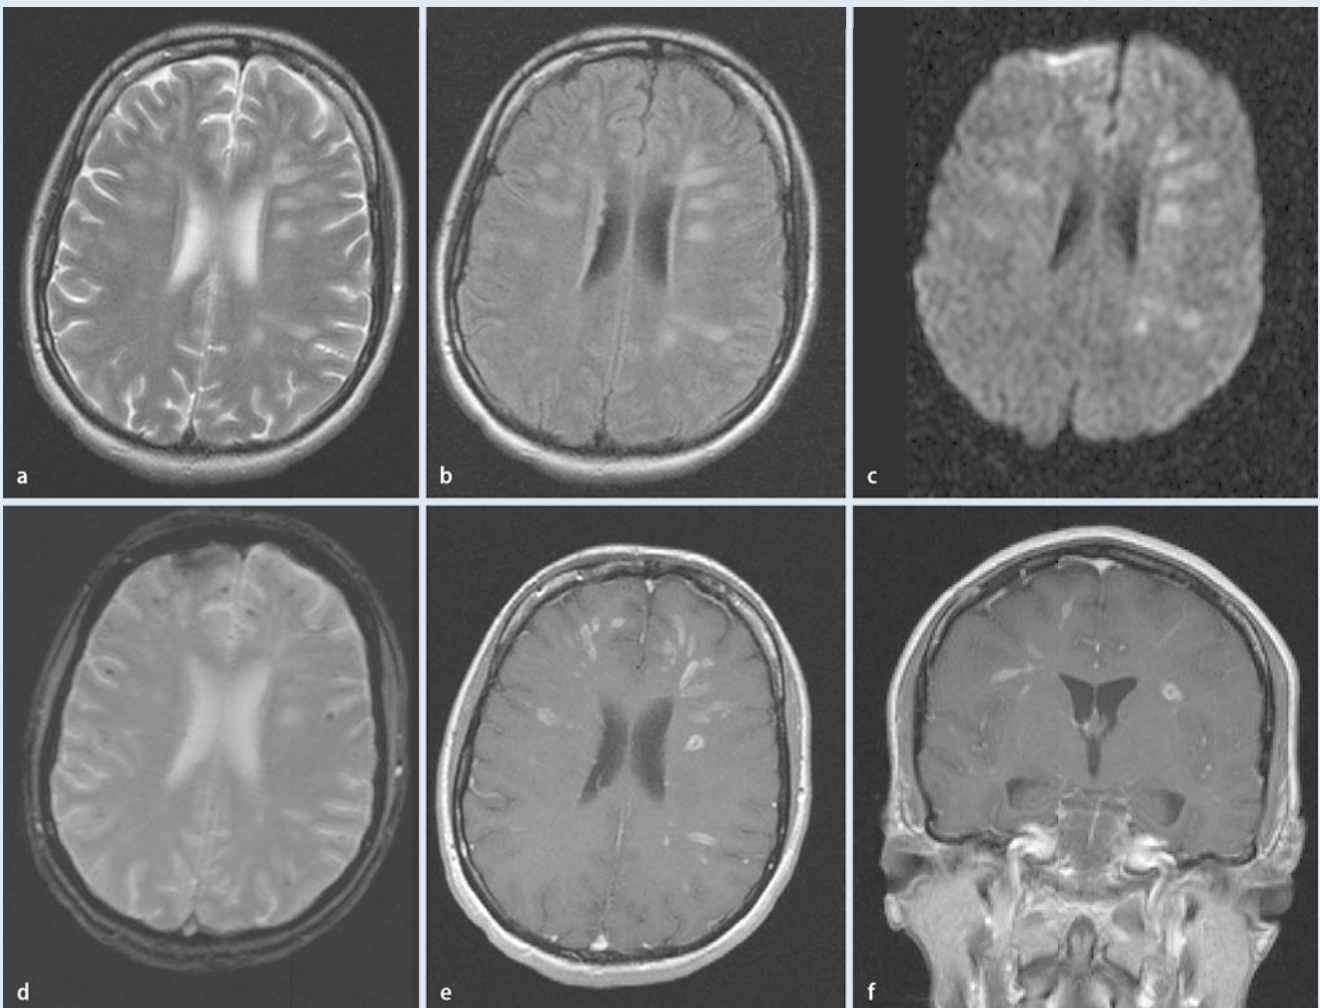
▲ Bakterielle Erregerausbreitung über die perivaskulären Räume der penetrierenden Marklagergefäße in T2w-TSE- (a), FLAIR- (b) und in diffusionsgewichteter Technik (c, Diffusionsgradientenstärke 1100 mm/s²) mit periventriculären Marklagerläsionen. Die in den FLASH-GRE-Sequenzen (T2*w, d) nachweisbaren hypointensen Läsionen entsprechen Mikroblutungen und sind in der T2w-Turbospinechotechnik (a) allenfalls angedeutet abgrenzbar. Die kontrastmittelverstärkten Untersuchungen (e, f) führen hier neben der Anamnese, laborchemischen Untersuchungen und der klinischen Symptomatik zur Diagnose
